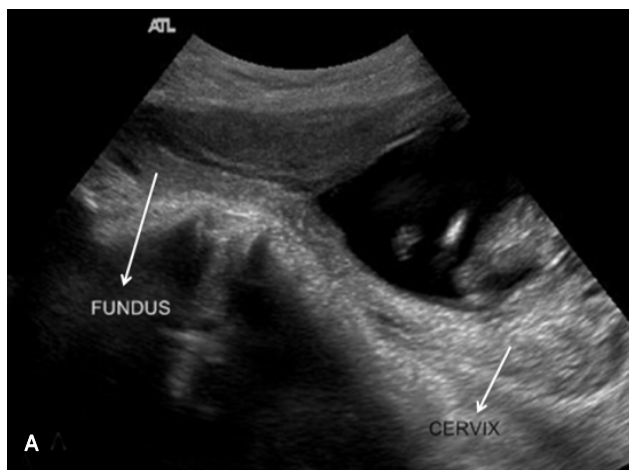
(A) After 11 days, transabdominal ultrasound shows decreased gestational sac to 4.5×6.5 cm without fetal heart beat. (B) 4 month later, transvaginal ultrasound shows hypoechoic defect at the previous cesarean section site, there is no another abnormal lesion.
